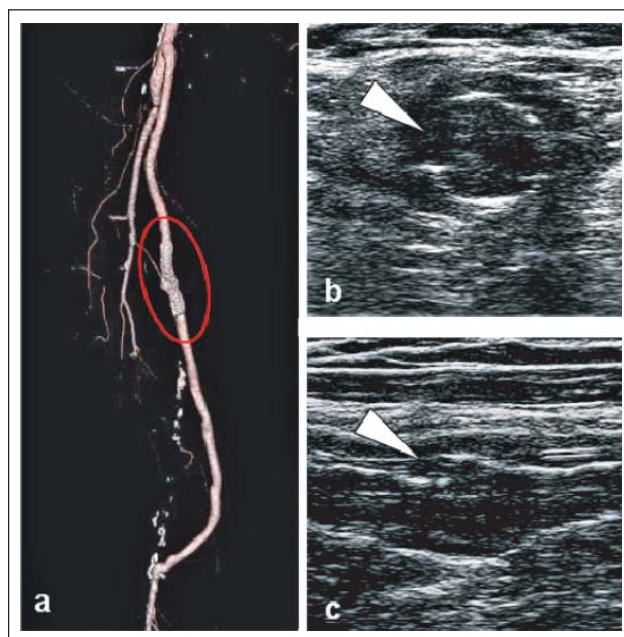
Pseudoaneurysma bei Stentfraktur Typ III in der bildgebenden Diagnostik. (a): Kontrastmittelverstärkte CT-Angiographie (VRT); (b): sonographische Darstellung der Stentfraktur Typ III im B-Mode (Querschnitt) mit Visualisierung der Kontinuitätsunterbrechung des Stents (weißer Pfeil), links lateral thrombosiertes Pseudoaneurysma; (c): sonographische Darstellung (Längsschnitt) der Stentfraktur Typ III (weißer Pfeil).
